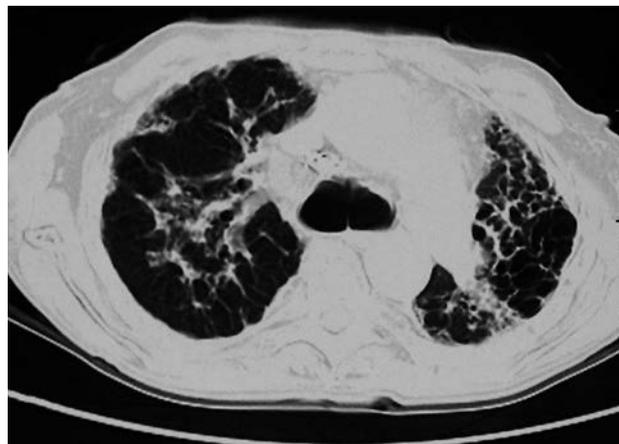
КТ больной саркоидозом легких IV стадии.
